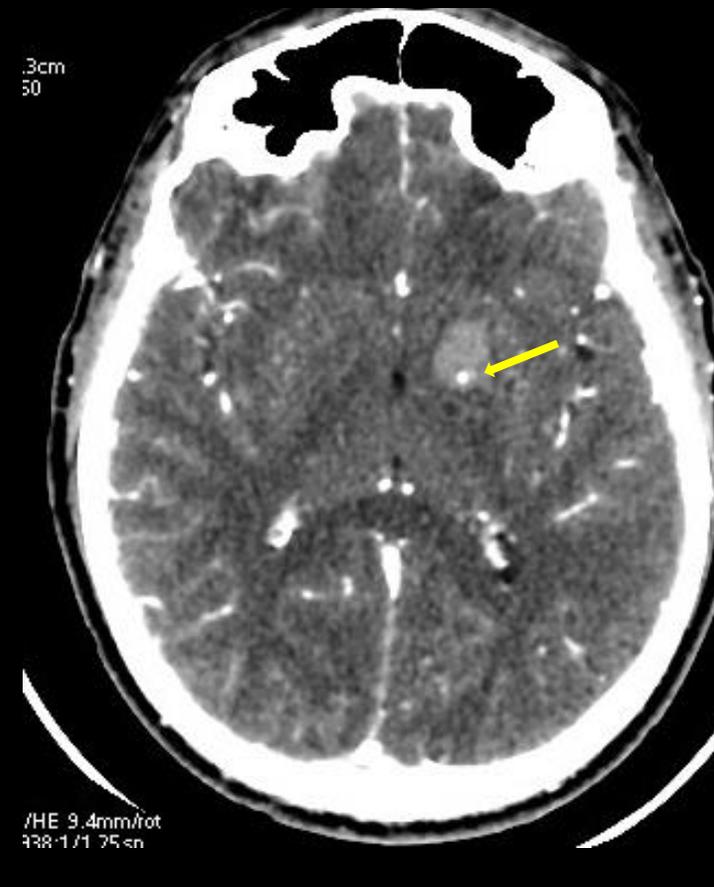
Angio TC de cráneo, corte axial, se aprecia una imagen redondeada hiperdensa al interior del mismo, que se interpreta como el signo de "spot sign".
